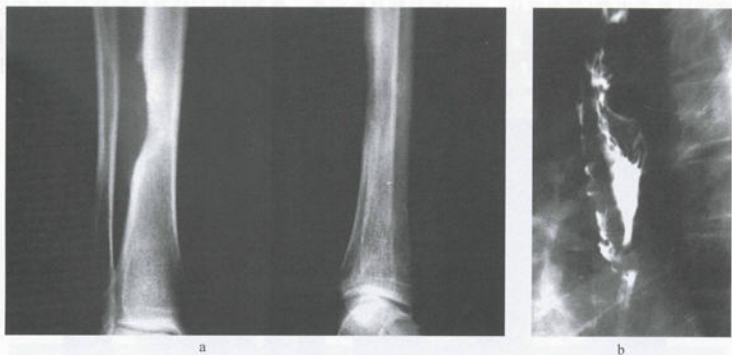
食管癌胫骨皮质转移 X 线平片
